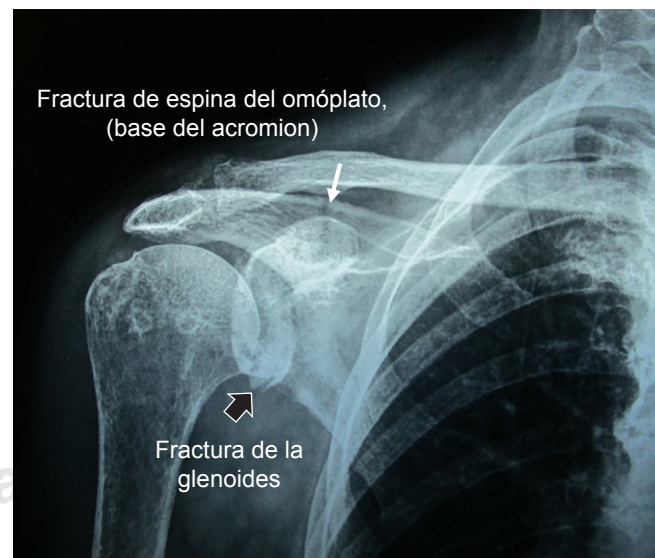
Radiografía anteroposterior de hombro derecho, la cual muestra trazo de fractura no desplazada en espina del omóplato, en base del acromion (flecha) y trazo de fractura de glenoides con desplazamiento menor de 4 mm (flecha negra), en una paciente octogenaria.
